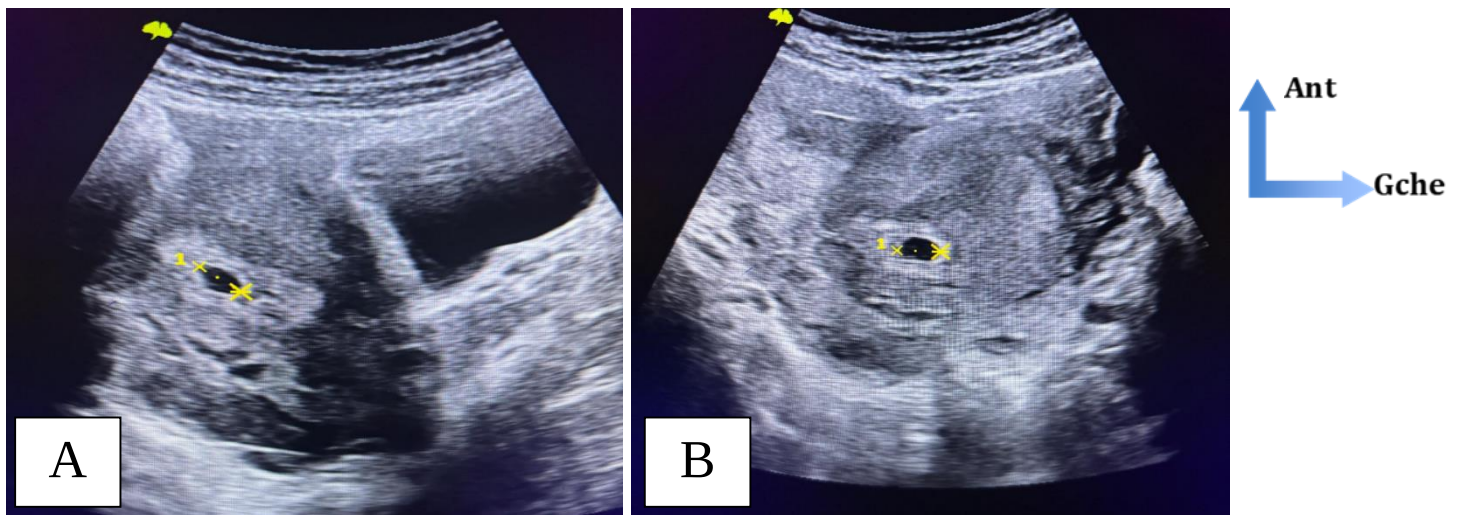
Images échographiques d'une grossesse hétérotopique
